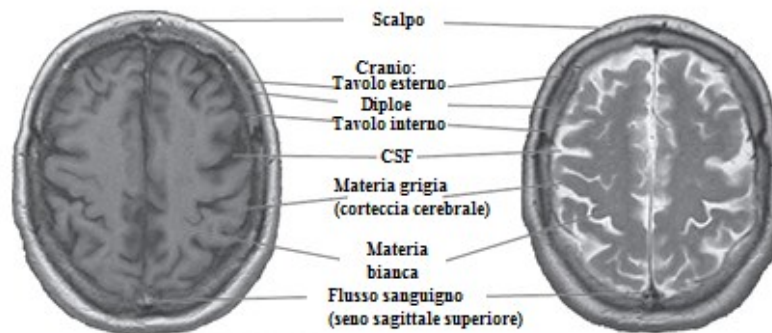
Immagini RM cerebrali con acquisizione in T_1 a sinistra e T_2 a destra. In T_1 la sostanza bianca è più chiara della grigia e il liquor appare scuro. In T_2 invece la sostanza bianca è più scura della grigia e il liquor è chiaro. In entrambe le sequenze l'osso appare scuro perché contiene pochi atomi di idrogeno.
